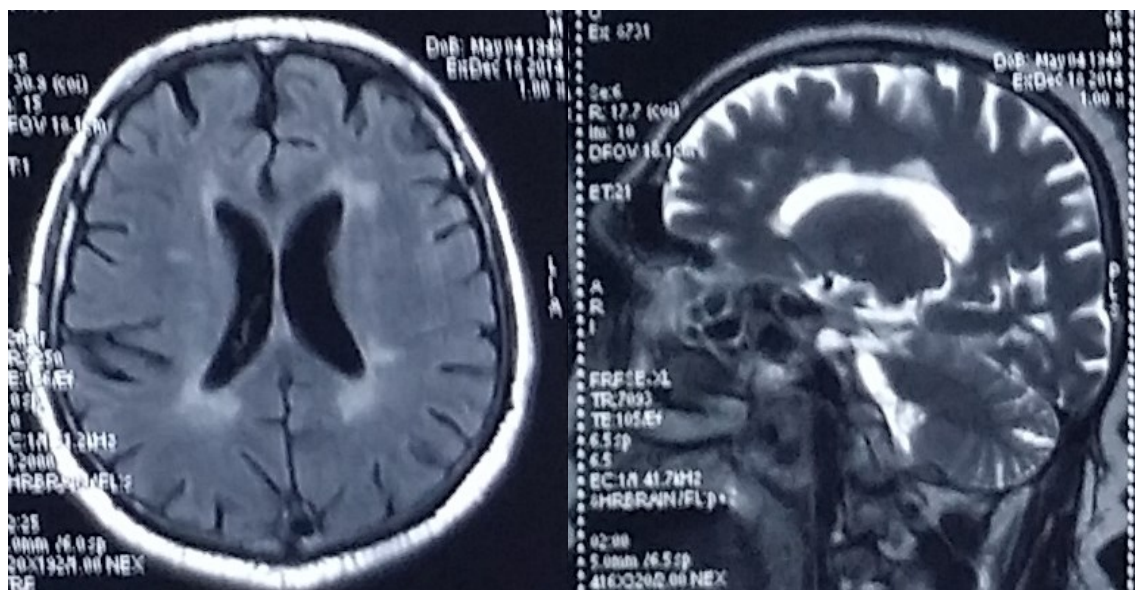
МРТ головного мозга в сагиттальной и горизонтальной плоскостях (19.06.2007). Наблюдаются множественные перивентрикулярные супратенториальные очаги глиоза; умеренно выраженные атрофические изменения лобной и теменной долей головного мозга.
